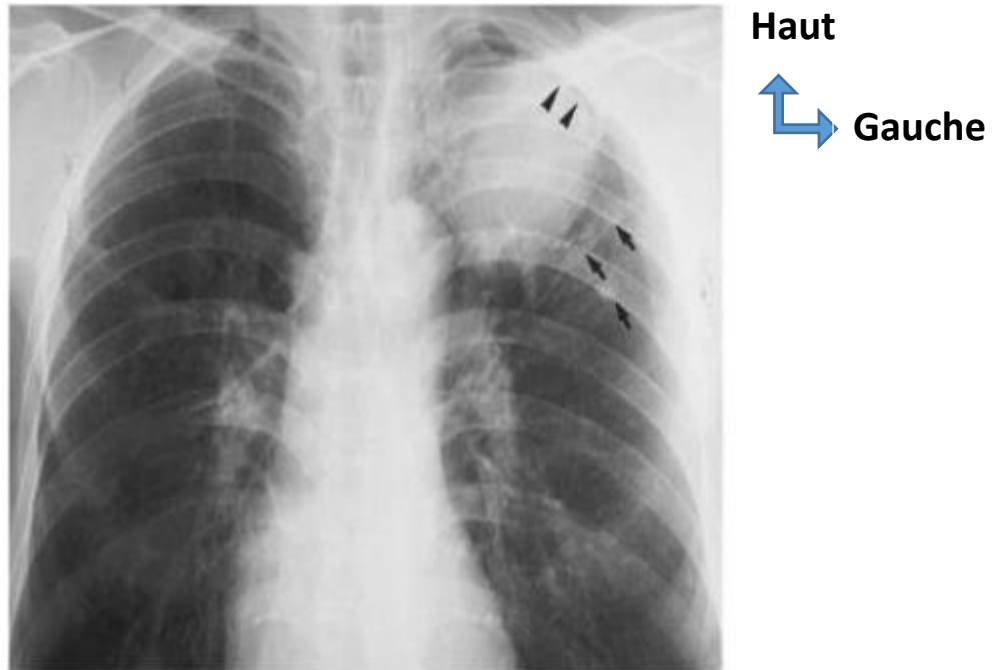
Image radiographique d'un fibrothorax gauche en «os de seiche» [1]
